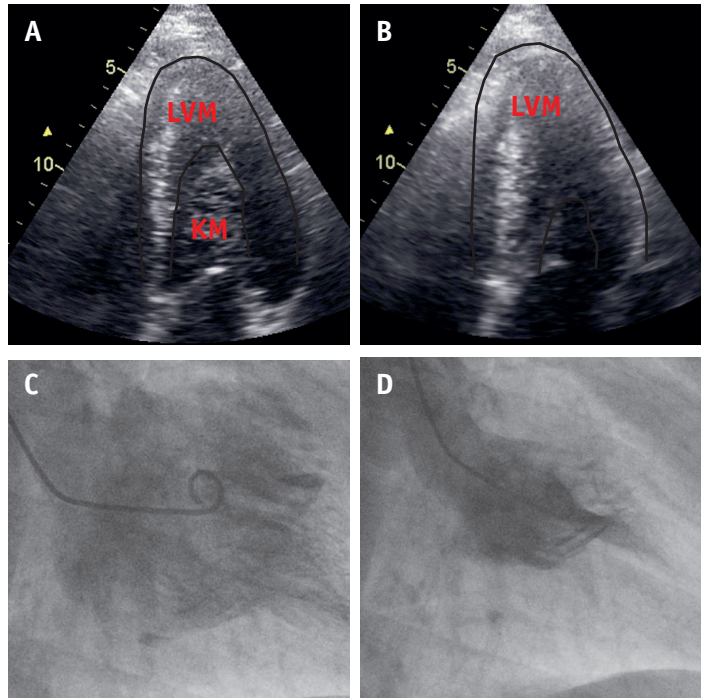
Kontrastechokardiographie und linksventrikuläre Angiographie bei apikaler HCM. In den Brustwandableitungen typische T-Negativierungen. In der Kontrastmittelechokardiographie in Diastole (A) und Systole (B) zeigt sich die deutliche apikale Hypertrophie (LVM: Linksventrikuläres ventrikuläres Myokard; KM: Kontrastmittel); Passend dazu die Darstellung in der LV-Angiographie in RAO enddiastolisch (C) und endsystolisch (D) mit typischer Pik-As-Form
